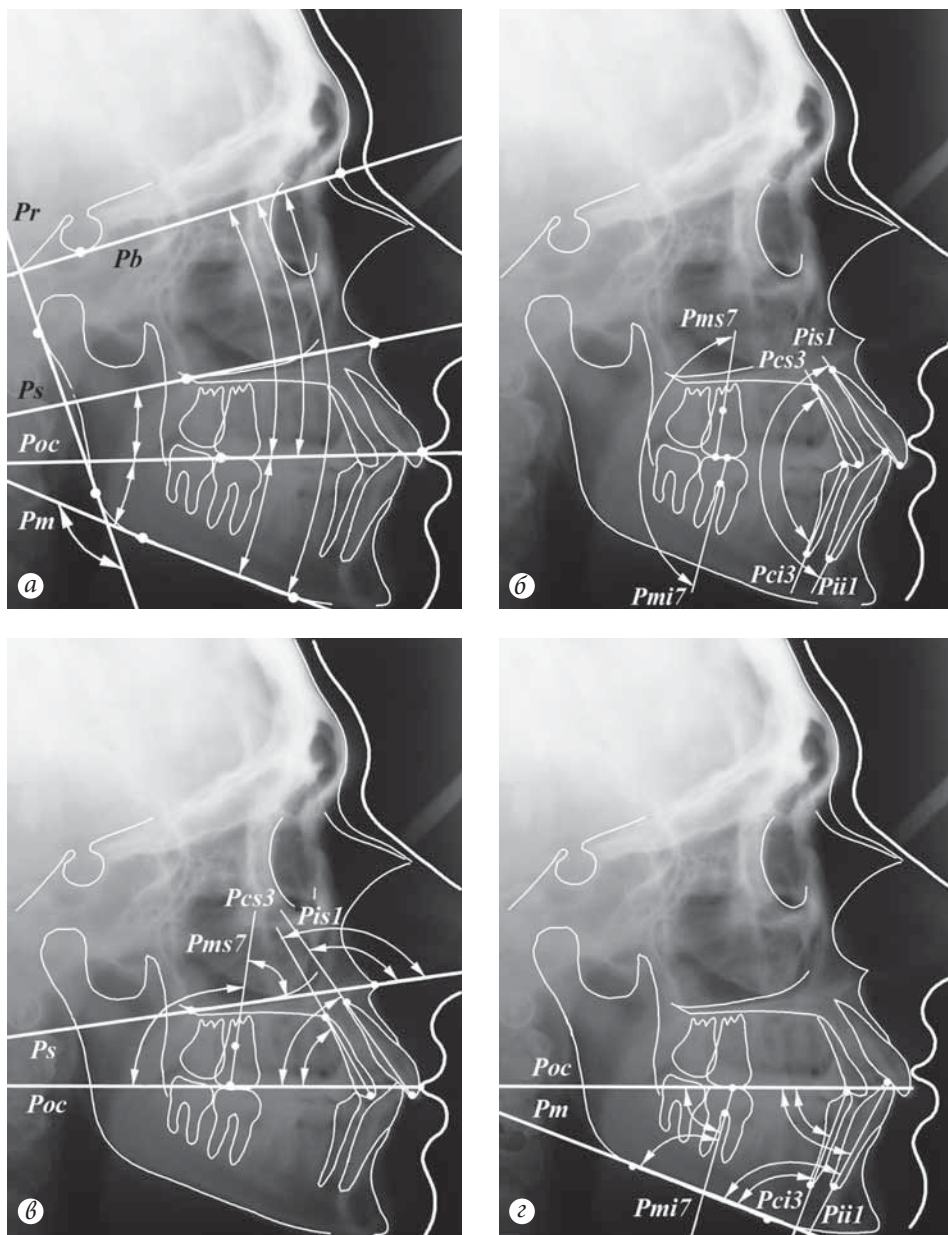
Последовательность определения ангулометрических параметров зубов и зубных рядов на компьютерном изображении телерентгенограммы головы (объяснение в тексте):
